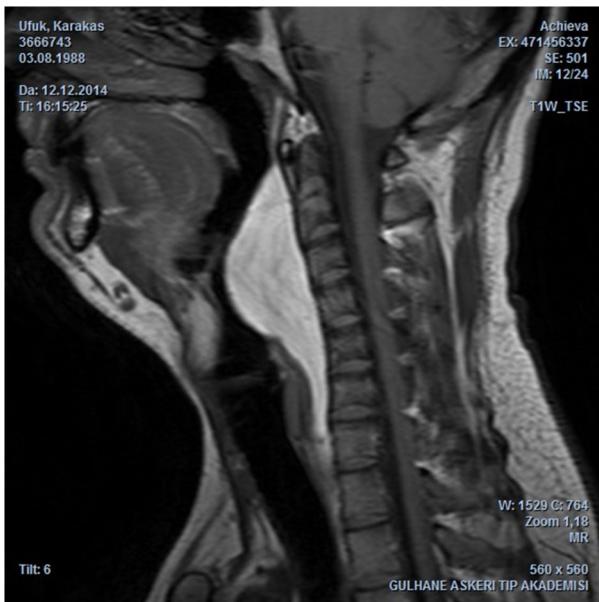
RM em corte sagital ponderada em T1 mostra a lesão tumoral retrofaríngea hiperintensa semelhante a tecido adiposo.
